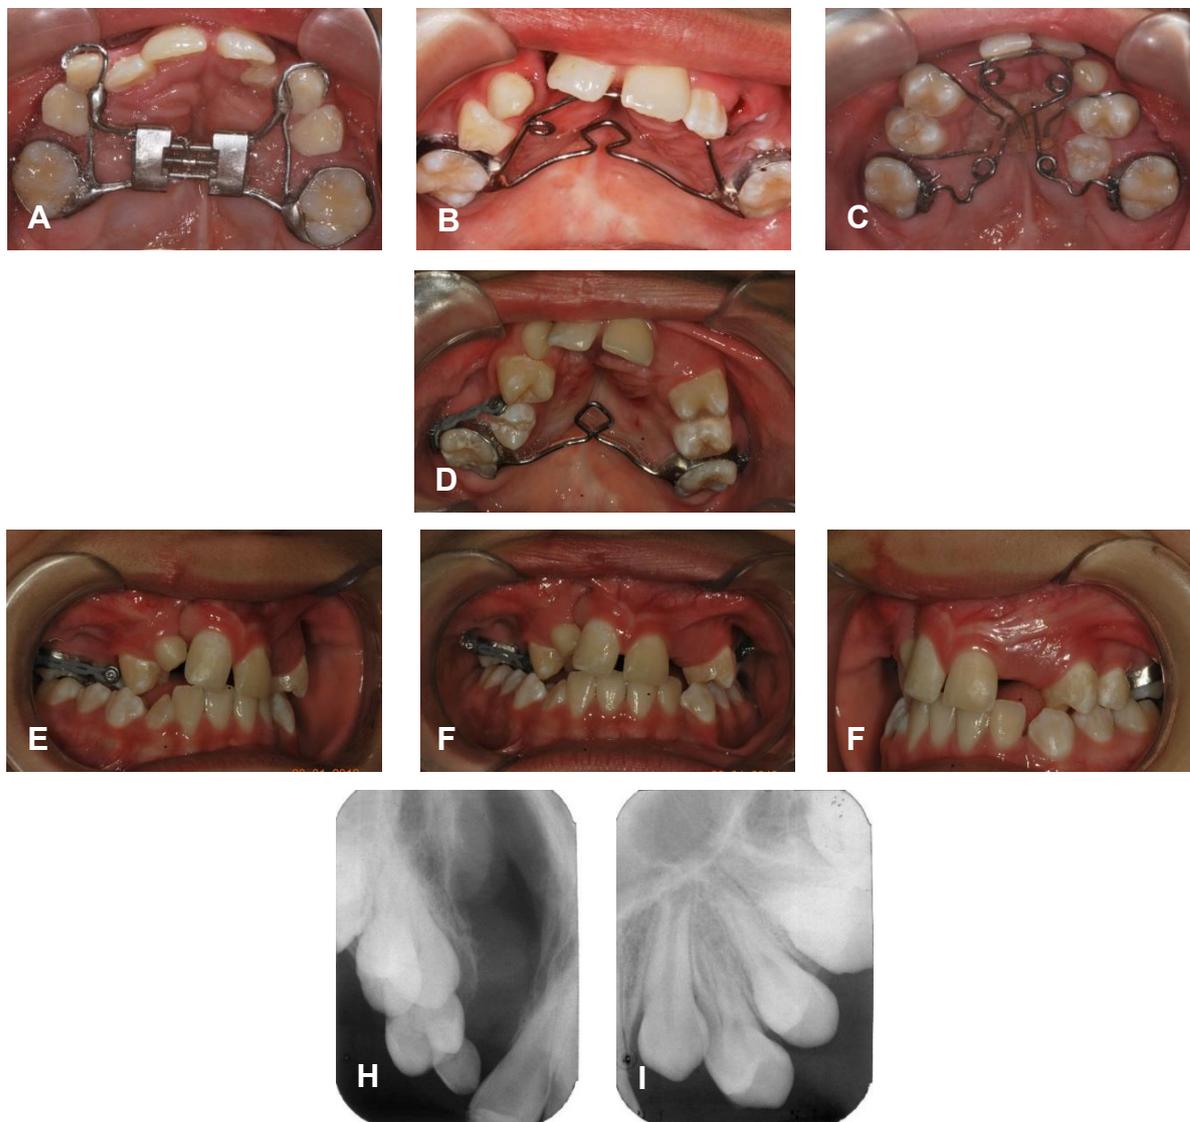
(A-I): A. Aparelho Hyrax para corrigir a atresia maxilar. B. Contenção fixa com mola digital para vestibularização dos dentes 11 e 21. C. Aparelho Pêndulo utilizado para distalizar os dentes 16 e 26, além da protrusão dos dentes 11 e 21. D/G Barra Transpalatina para reforço de ancoragem associada à mecânica no dente 15. H/I. Radiografia periapical.
